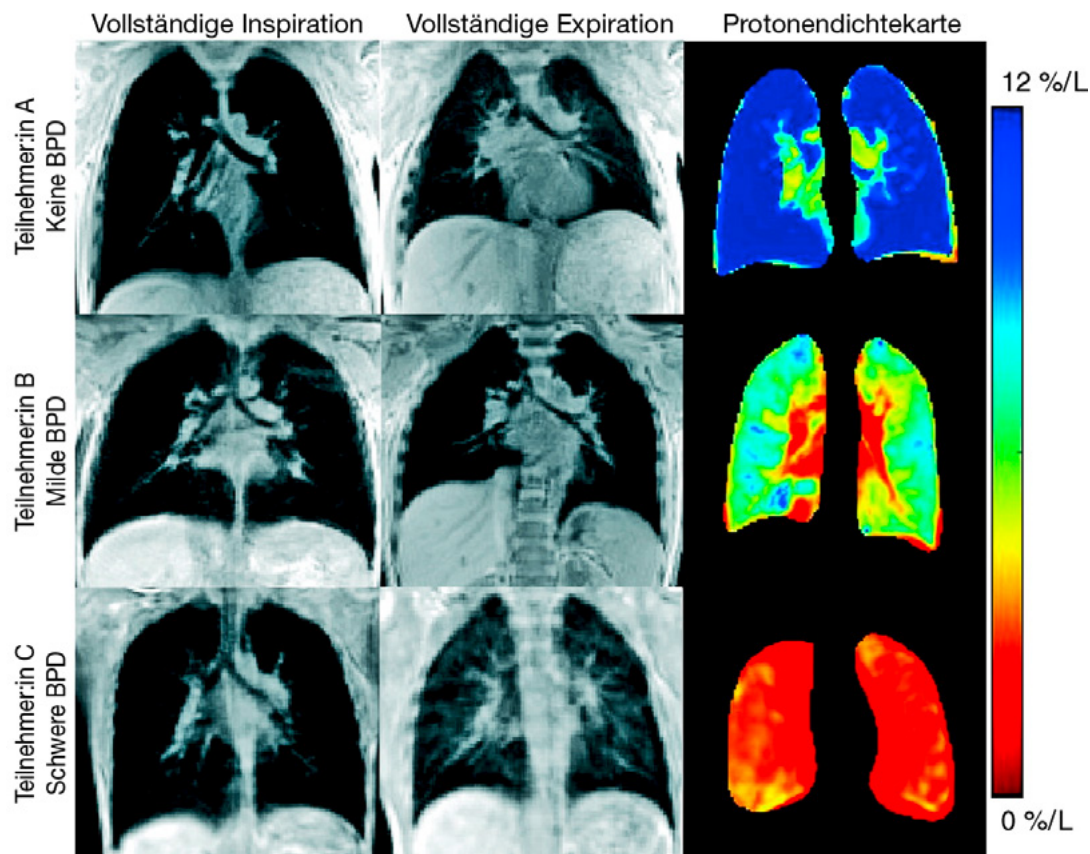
Verringerte Dichte des Lungengewebes mit steigendem Grad der bronchopulmonalen Dysplasie. Abbildung aus Katz et al.(31) mit MRT-Aufnahmen der Lunge mit ultrakurzen Echozeiten (UTE-MRT) von drei frühgeborenen Kindern mit unterschiedlichen Schweregraden der BPD. Dargestellt sind die zentralen Schnittbilder einer UTE-MRT in der Koronarebene bei vollständiger Expiration und Inspiration sowie die jeweiligen dynamischen Protonendichtekarten, die eine Verringerung der Protonendichte des Lungengewebes mit steigender Schwere der BPD anzeigen, als Indikator für alveoläre Simplifikation, Rückbildung von Vernarbungen oder zystische Veränderungen.
